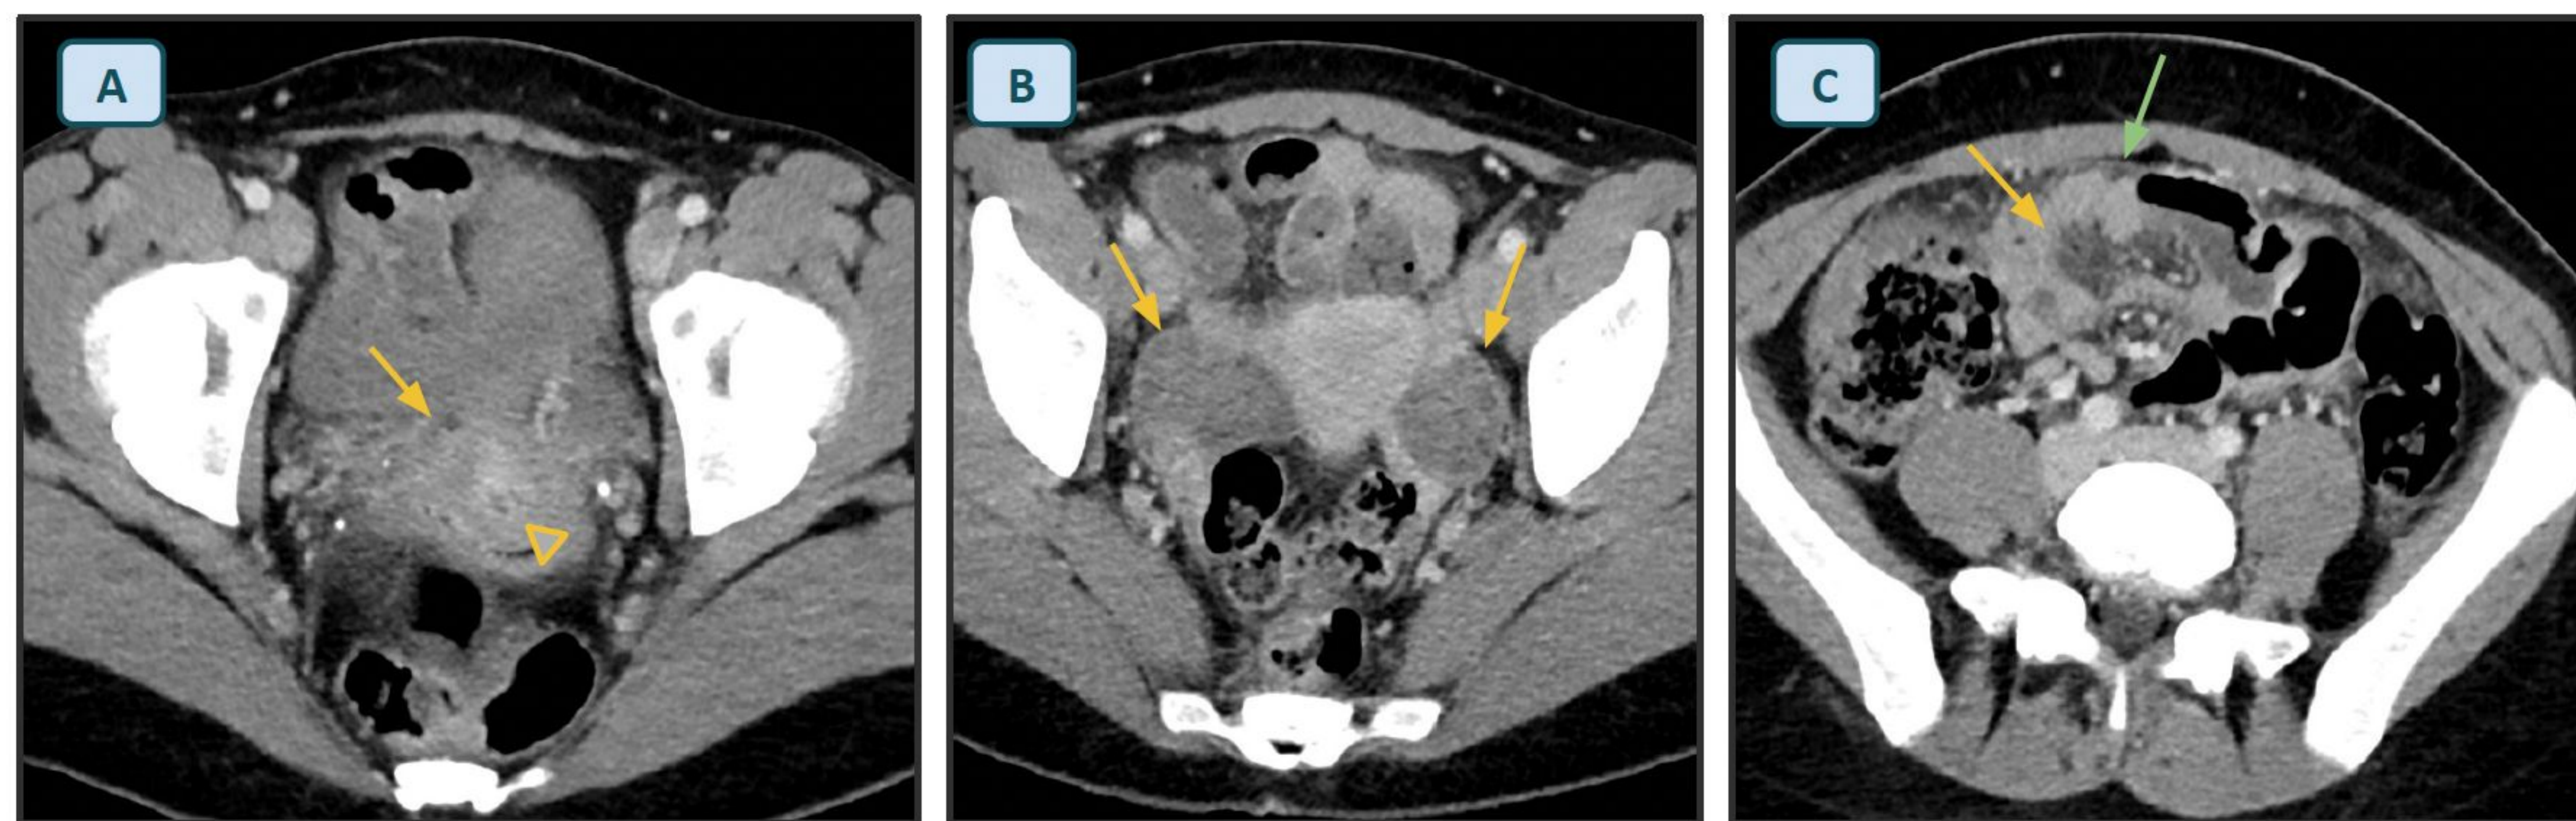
Cortes TC axial de mujer de 22 años que acude a urgencias por molestias en FID desde hace 5 días con dolor más intenso en las últimas 24h y fiebre de 38,2°C.
